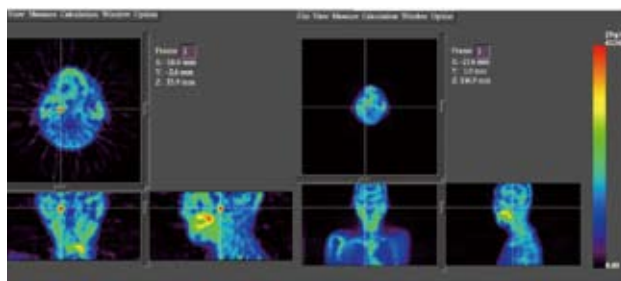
BNCT前のFBPA-PET検査 B: BNCT後5か月目
